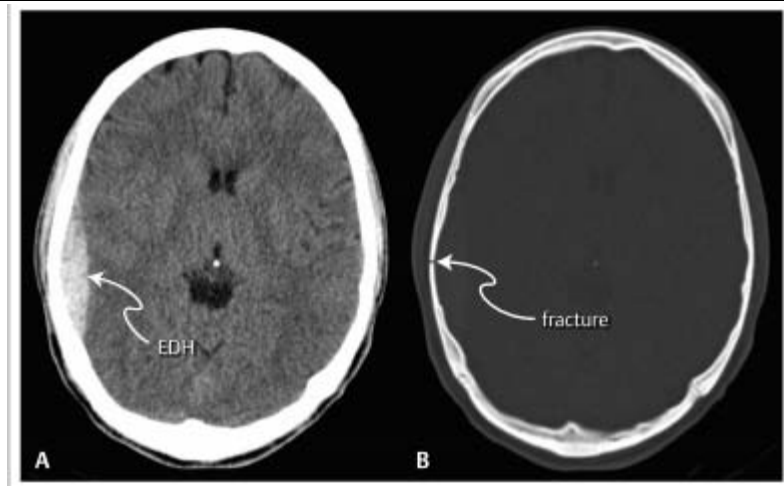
TDM cérébrale en coupe axiale , sans injection de PDC :
